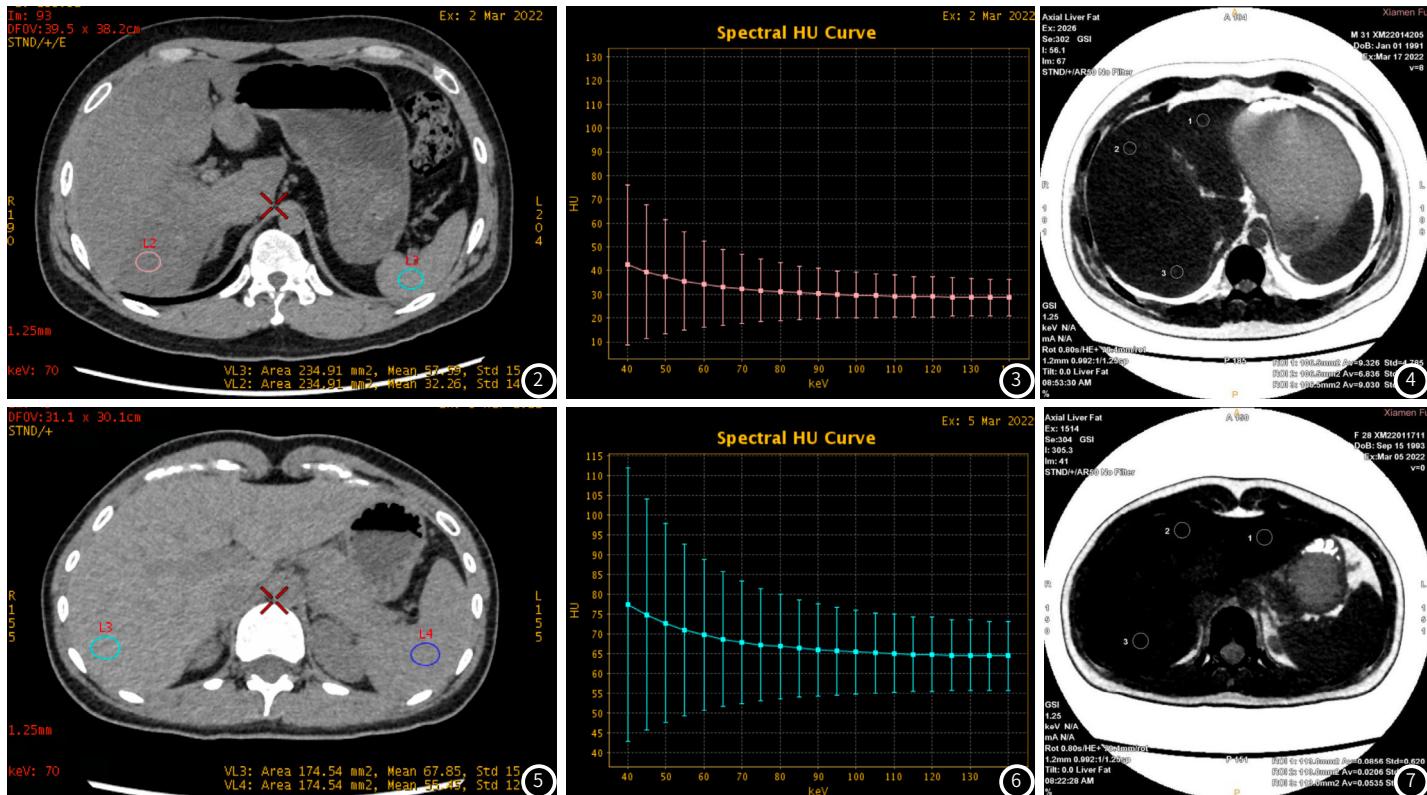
高分位组：70keV单能量图肝右叶ROI的CT值32.26HU，肝脾CT比值0.56；
